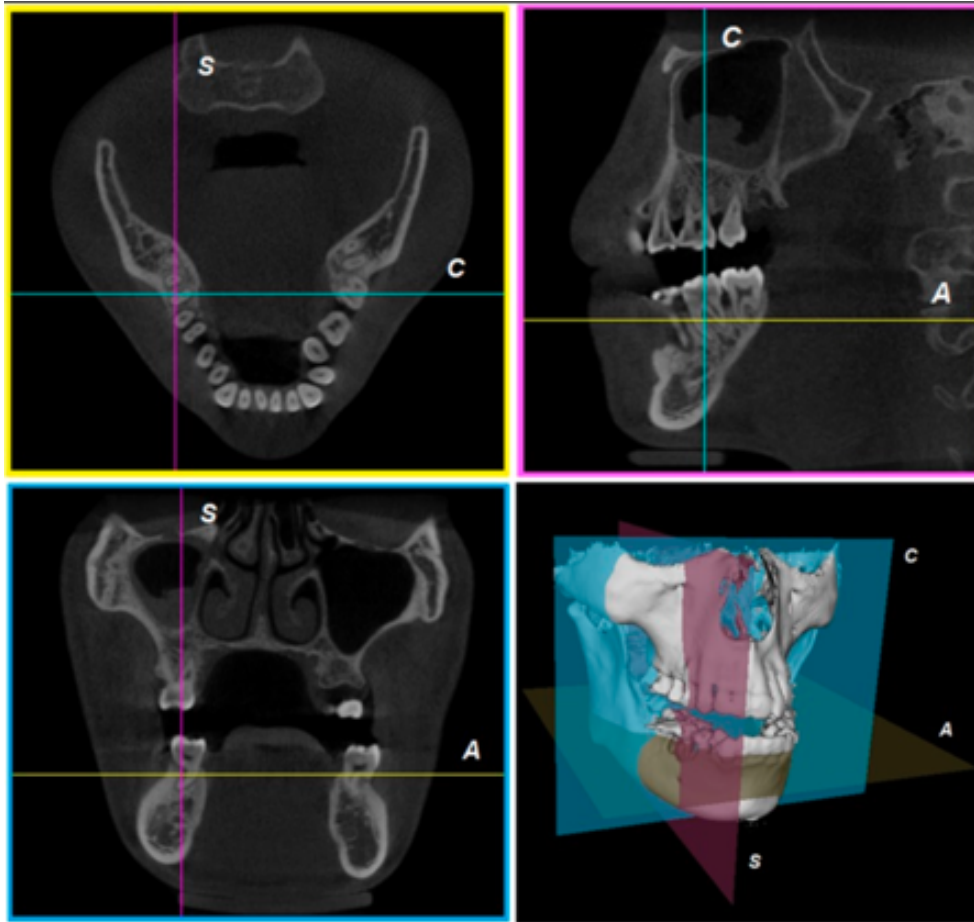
Reconstruction des images CBCT dans les 3 plans de référence (axial, coronal et sagittal)
